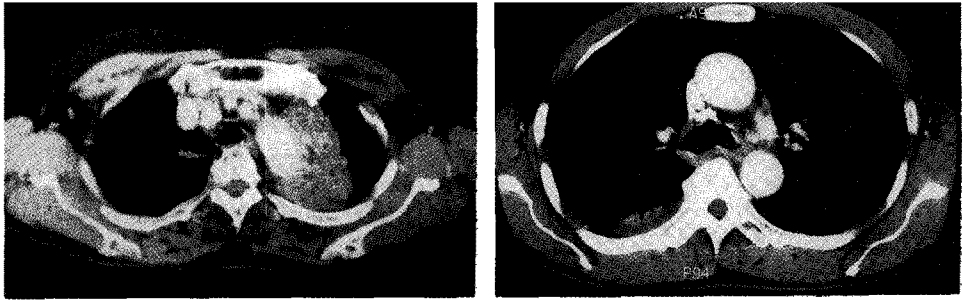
Chest CT showing left upper lobe collapse with no significant calcification or nodule on trachea(A: case 1) and luminal narrowing with calcific density on left main bronchus(B: case 2).
